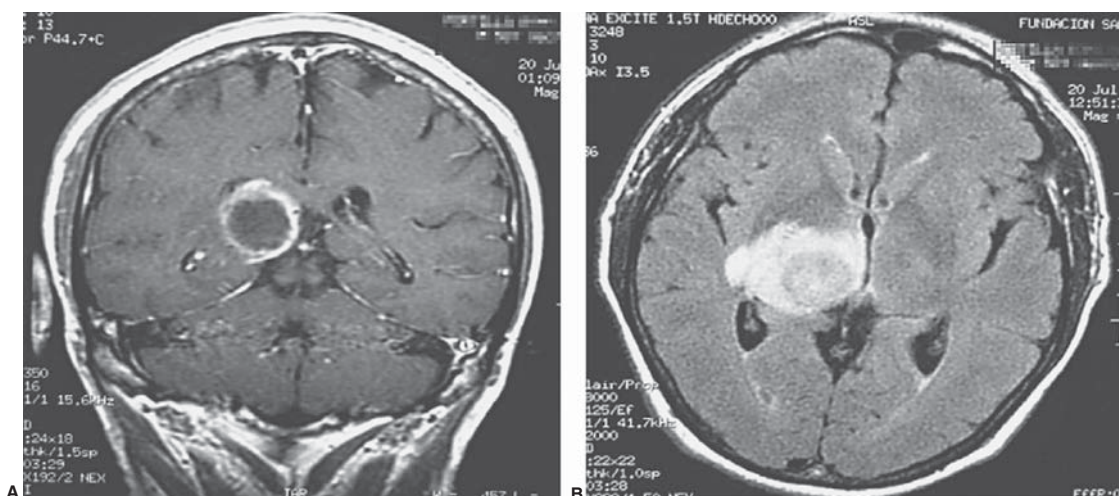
Absceso cerebral. Estudio de imágenes por resonancia magnética en un paciente con un absceso cerebral. Nótese la presencia de una lesión anular (A) con edema asociado (B).
